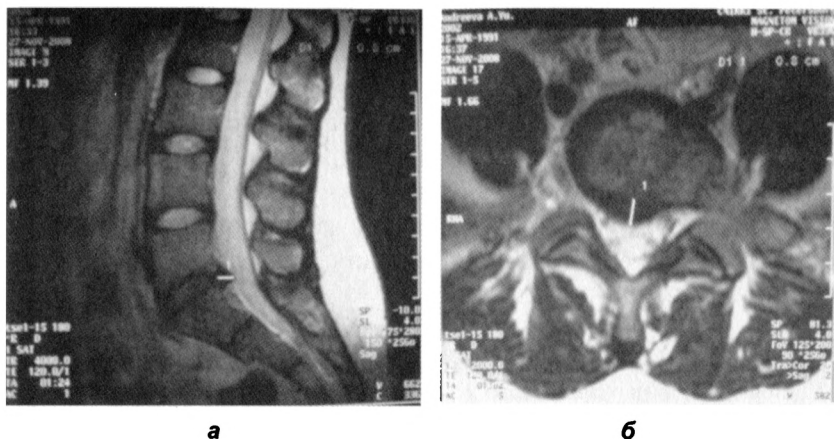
МР-томограммы пациентки А. Дорсальная правосторонняя медиально-парамедиальная экструзия диска L₄-S₁ размером 8 мм (а), с частичной компрессией дурального мешка и правого нервного корешка (б)
